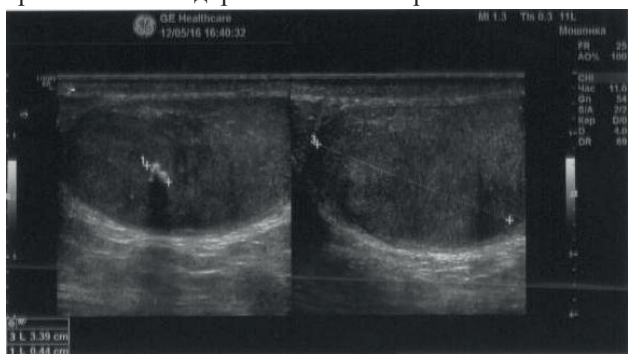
УЗИ мошонки: в правом яичке прослеживается дорожка тени от образования
